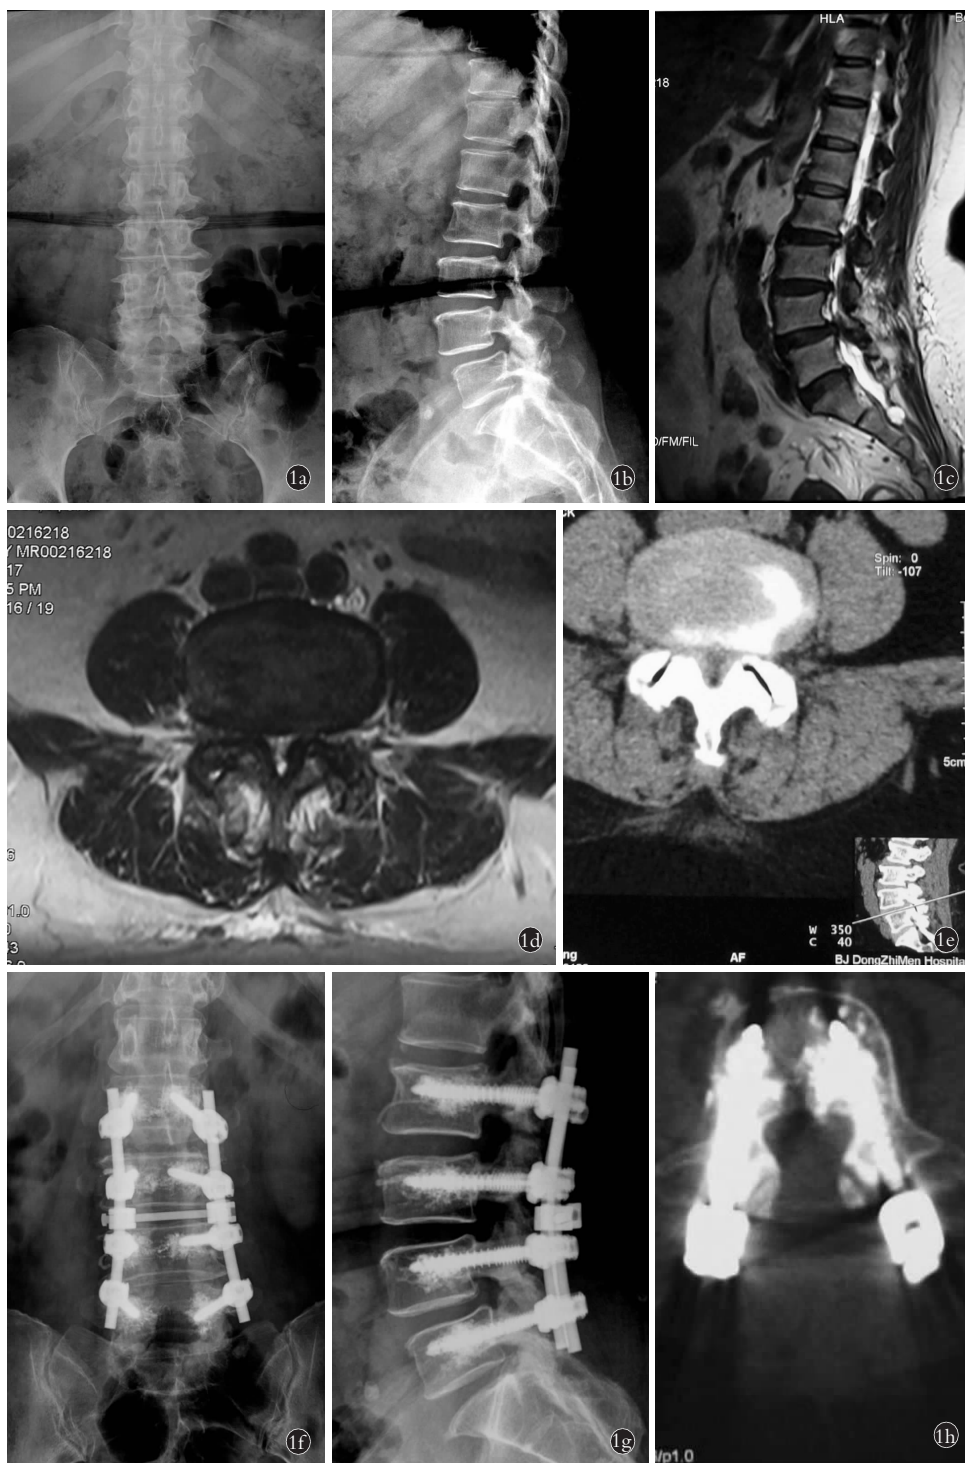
患者,女,56 岁,腰背部疼痛伴双下肢疼痛麻木 18 个月,行走及久站时症状加重休息后缓解 1a,1b. 腰椎正侧位 X 线片提示腰椎多发退变,L₄ 椎体 I 度滑脱。DXA 诊断骨质疏松 1c. MRI 矢状位示 L₂-S₁ 不同程度椎管狭窄 1d,1e. L_{4,5} 横断 MRI、CT 提示关节突增生、黄韧带肥厚,硬膜囊受压 1f,1g. 术后 6 个月正侧位 X 线片示腰椎曲度良好,融合良好 1h. 术后 6 个月腰椎 CT 示骨水泥弥散良好
